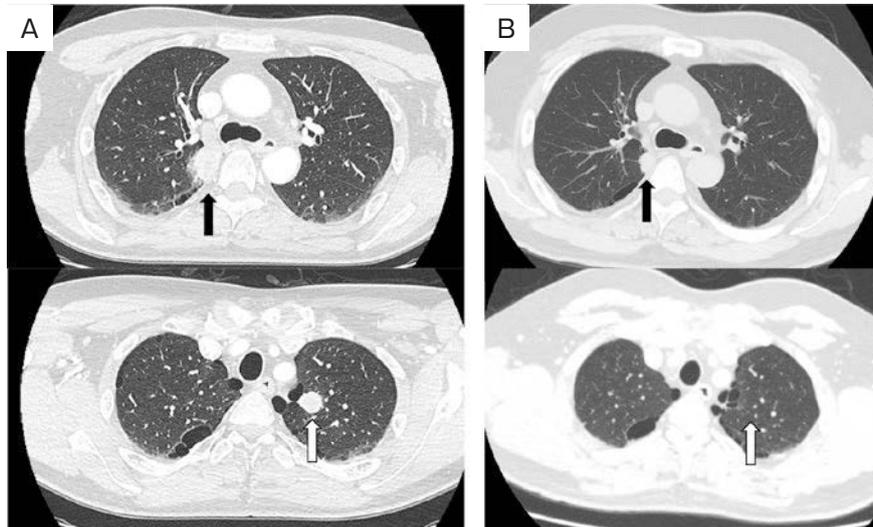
Contrast-enhanced chest CT findings. (A) A 27-mm nodule shadow was seen on the mediastinal side of S² of the right lung (black arrow), and a 20-mm nodule shadow was seen on the S¹⁺² mediastinal side of the left lung (white arrow). (B) After radiation and chemoimmunotherapy, the right upper lobe nodule (black arrow) shrank, and the left pulmonary apex nodule (white arrow) markedly decreased in size.
